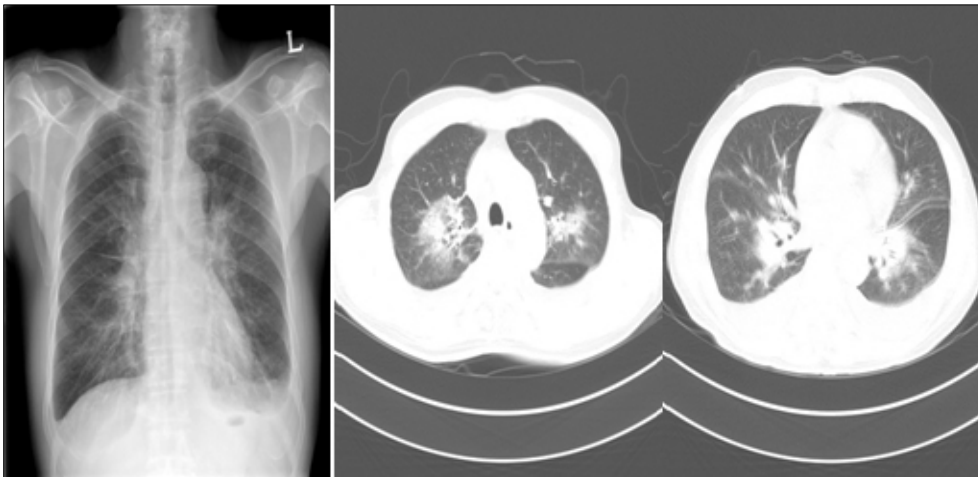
Initial chest X-ray and chest computed tomography (CT) reveal both pleural effusion and bilateral infiltration.
